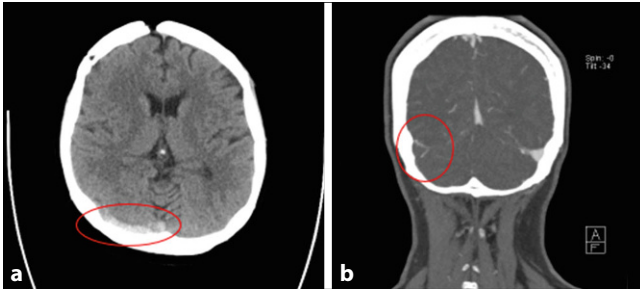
▲ a Computertomographie (CT; axial) mit hyperdensem Sinus, b CT-Venographie (koronar): „empty triangle sign“
